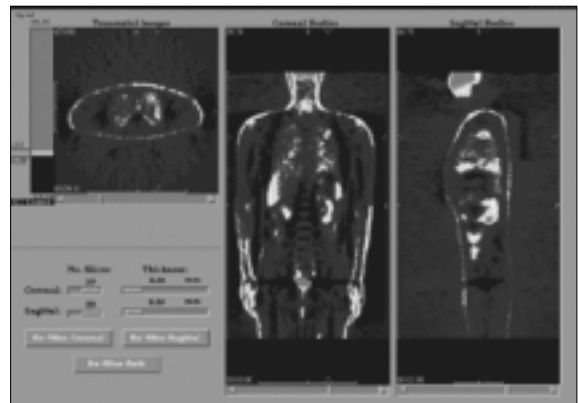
Case of detection of distant metastasis in follow-up check. The whole body FDG-PET scan demonstrates focal high metabolic lesion in the left upper lung. Palliative treatment was indicated in this case rather than attempted curative surgery.
